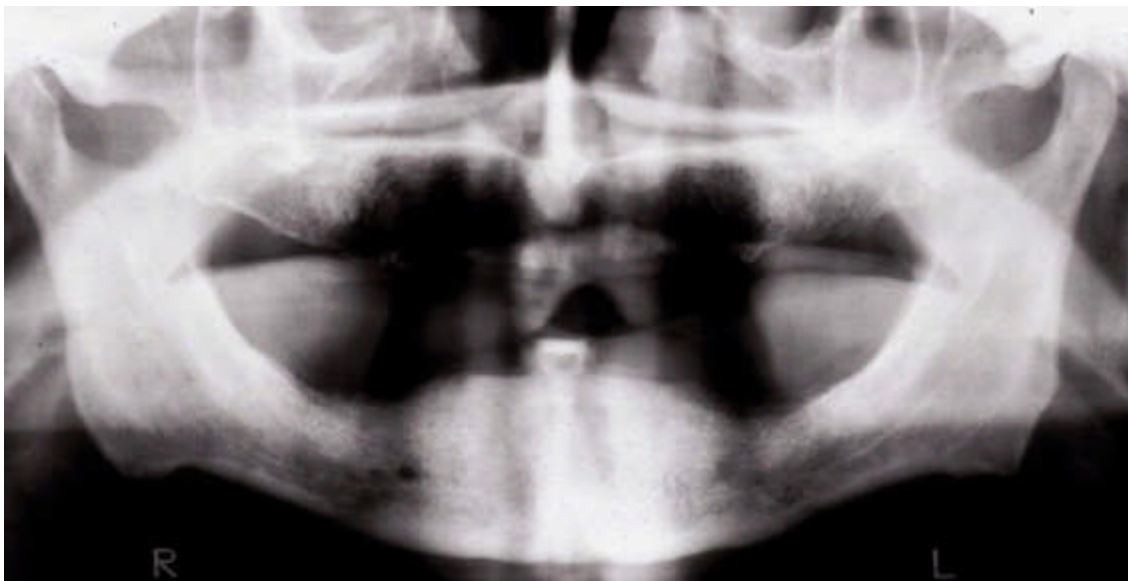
Röntgenbild vor der Operation. Gut zu sehen ist der Nervverlauf. Die Nervenaustrittsstellen sind allerdings nur zu erahnen. Außerdem erkennbar ist die deutlich größere Knochenmasse im Bereich zwischen den beiden Nervenaustrittsstellen.
